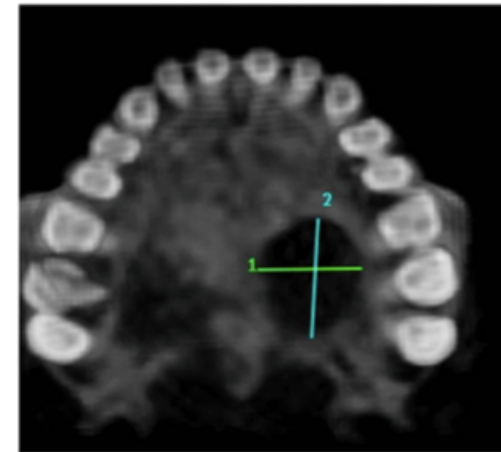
3-D CBCT image of palatal bone showing round erosive lesion
